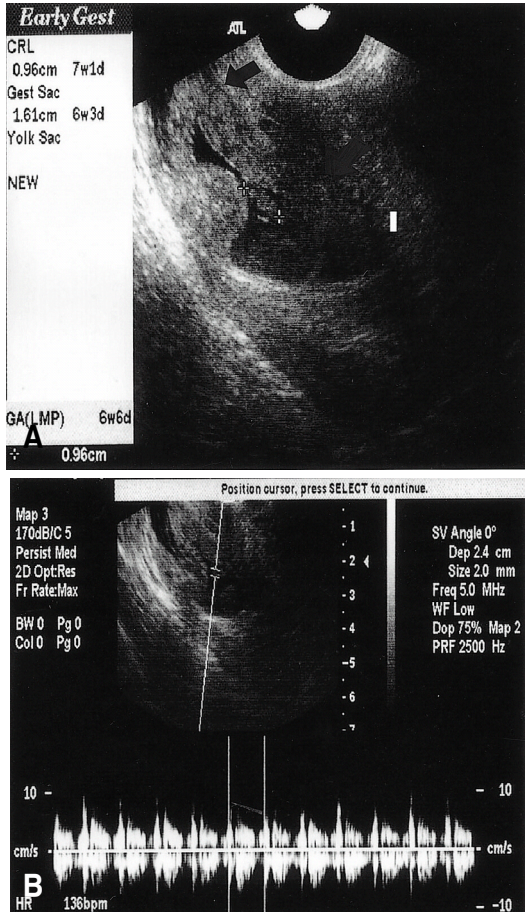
1B. Transvaginal ultrasound image shows an ectopic pregnancy sac with fetal heart beat implanted into lower segment cesarean section scar (Cervix: small arrow, Endometrium: large arrow).
